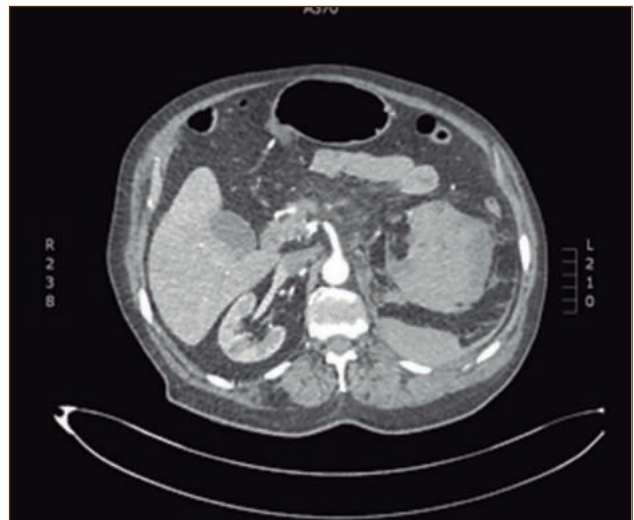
Imagen de TAC transversal¹.
